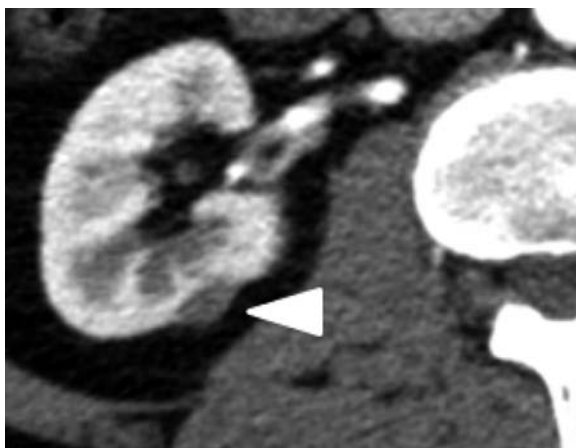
Renal tumors of 5 cases with contrast enhanced CT before PRFA. Characteristics of 5 renal tumors, (1) Size, (2) location, (3) position, (4) RENAL score: Case 1 (1) 8 mm, (2) lower pole, (3) exophytic, (4) 4p. Case 2 (1) 15 mm, (2) central, (3) exophytic, (4) 6p. Case 3 (1) 30 mm, (2) upper pole, (3) exophytic, (4) 8p. Case 4 (1) 13 mm, (2) central, (3) exophytic, (4) 5p. Case 5 (1) 34 mm, (2) lower pole, (3) endophytic, (4) 9x.
